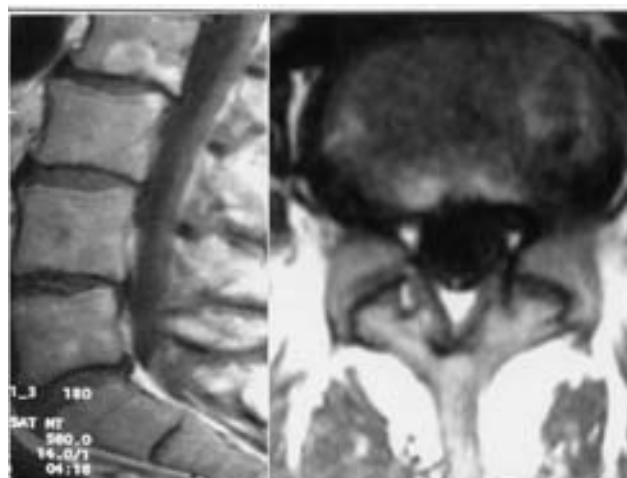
Resonancia magnética que muestra la desaparición completa de la hernia de disco en L4-L5.
